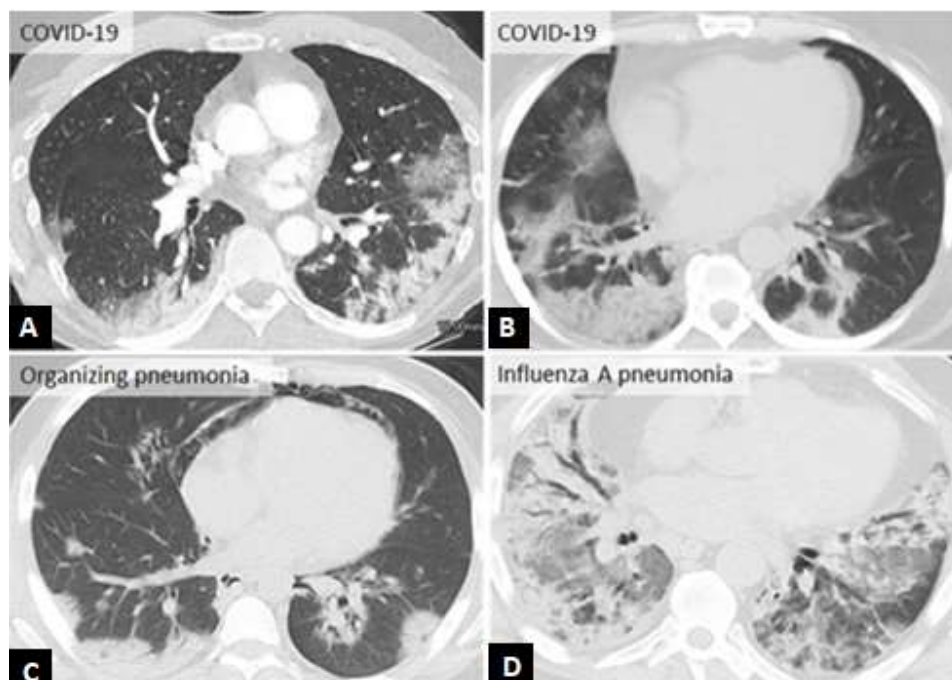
Imagens típicas de TC para COVID-19 e outras doenças com achados semelhantes. A e B- Vidro fosco posterior, periférico e arredondado, e consolidação. C- Pneumonia em organização secundária a dermatomiosite, e D- pneumonia por influenza A. A pneumonia em organização e a pneumonia por influenza podem ser indistinguíveis da COVID-19 pela TC.
